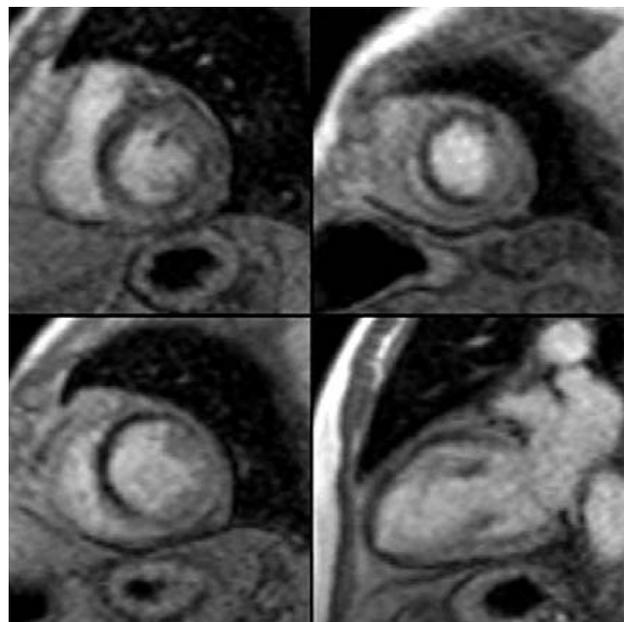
Imágenes de perfusión miocárdica de un estudio de cardiorresonancia de estrés con dipiridamol. Proyecciones en eje corto y 2 cámaras q muestran un extenso defecto de perfusión localizado en segmentos anteriores y septales a nivel basal, medio y apical, indicativo de lesión en la arteria descendente anterior.
